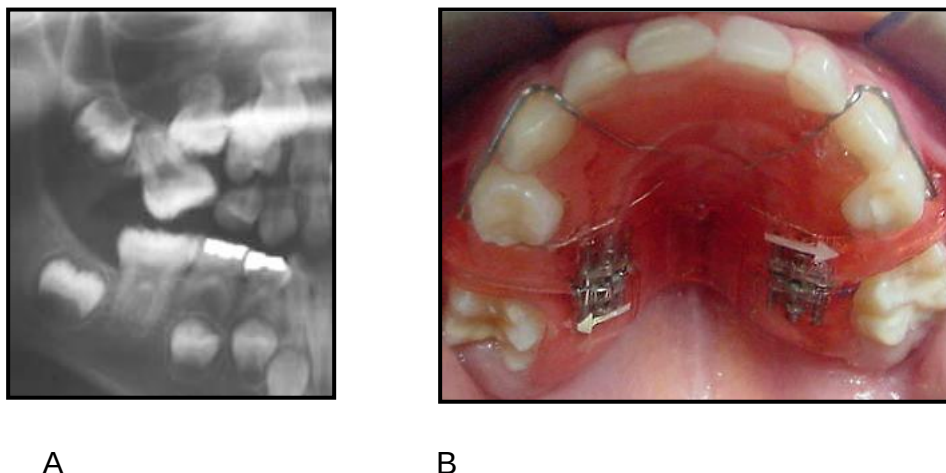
Radiografía donde se observa inclinación mesial del primer molar superior permanente. Pérdida de espacio para la erupción del segundo premolar. Tornillos sagitales para reganar espacio.
